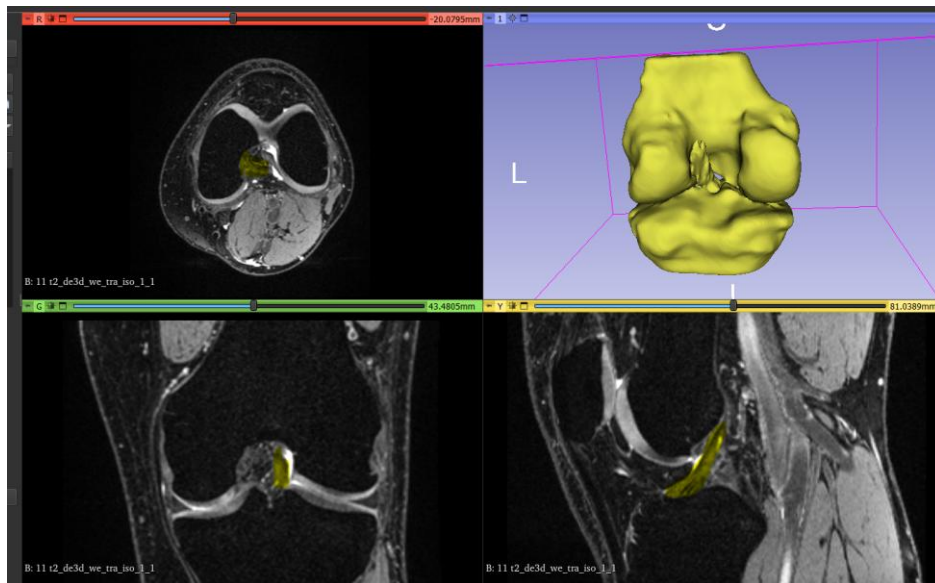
Visualização da RM do joelho não-lesado nos diferentes planos e respetiva segmentação óssea e ligamentar do joelho em questão.
